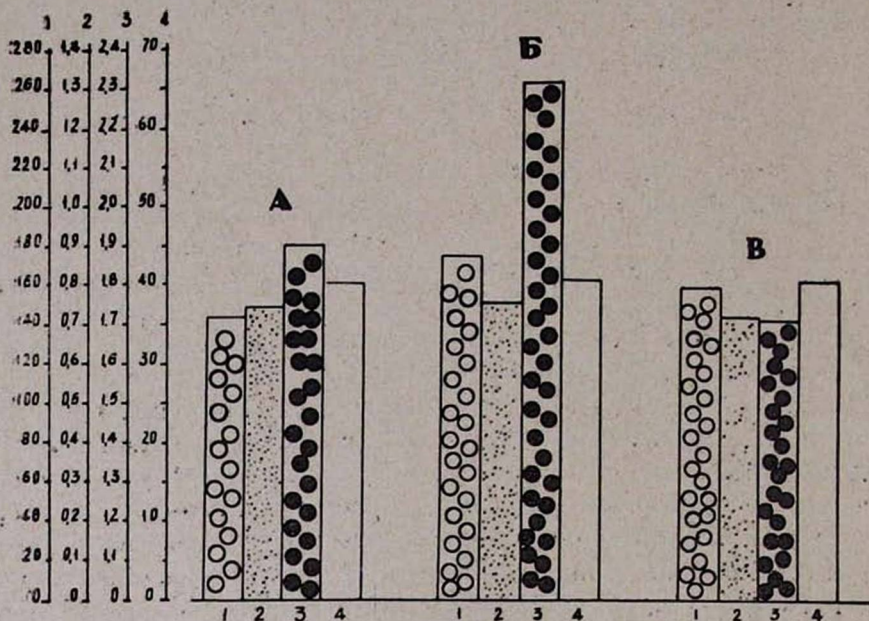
Влияние внутривенной непрерывной инфузии тирамина (100 мкг/мин) на регионарный мозговой кровоток. Обозначения: 1. Среднее артериальное давление в мм рт. ст. 2. Регионарный мозговой кровоток в мл/гм/мин. 3. Сопротивление мозговых артерий в мм рт. ст. /мл/100 гм/мин 4. Напряжение артериальной CO_2 в мм рт. ст. А) контроль, Б) инфузия тирамина, В) контроль.
